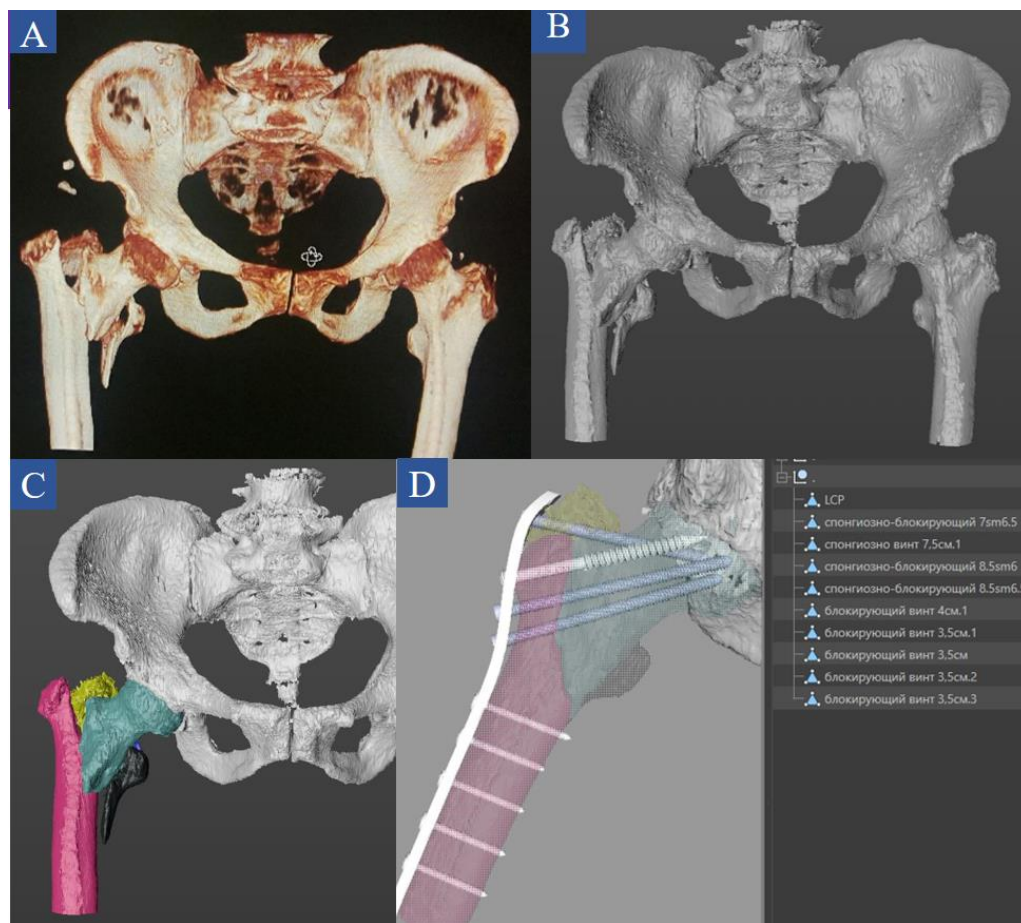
Визуализация данных МСКТ в 3D формате (А), преобразование 3D формата в STL формат и изображение 3D изображения в соотношении 1:1 (В), изображение костных фрагментов, закодированных цветами (С), виртуальное восстановление костных фрагментов на основе математического моделирования, фиксация элементами имплантата и изображение их размеров.
